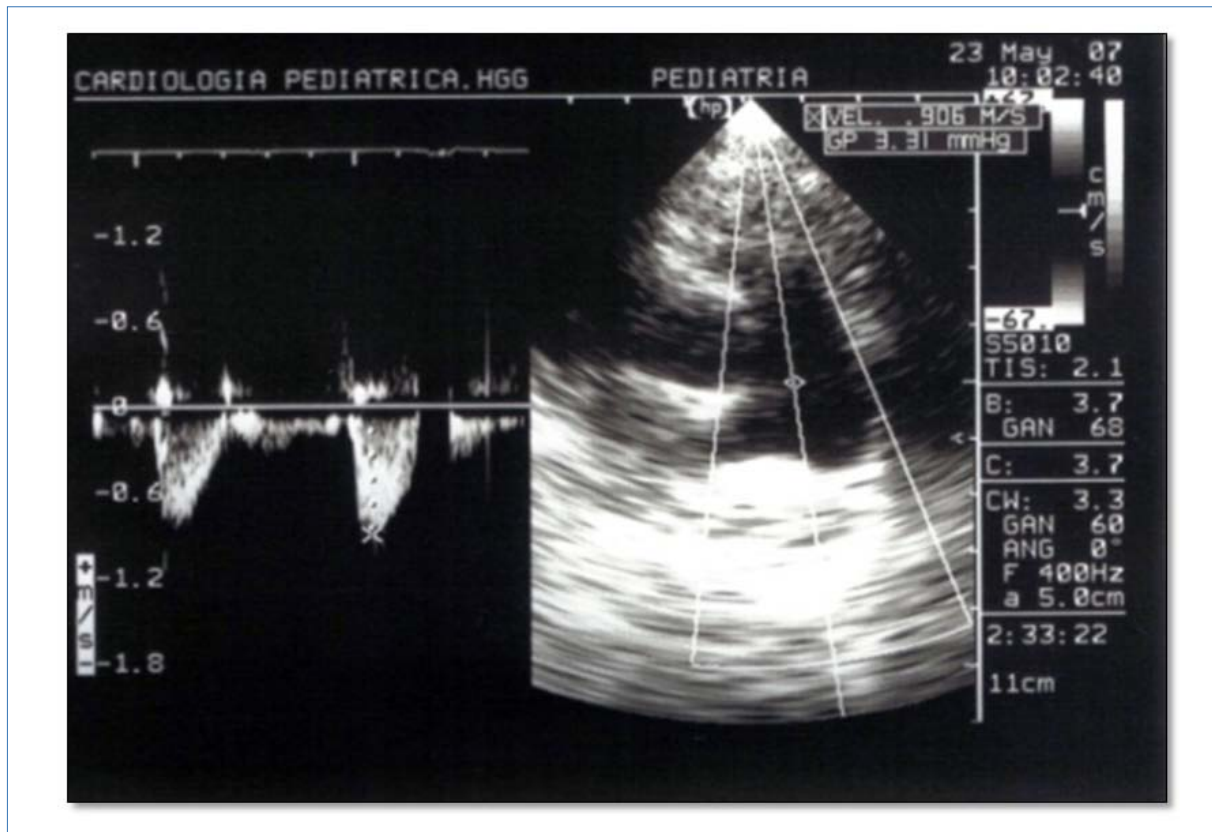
Imagen de un ecocardiograma en un paciente con SN y EVP.
